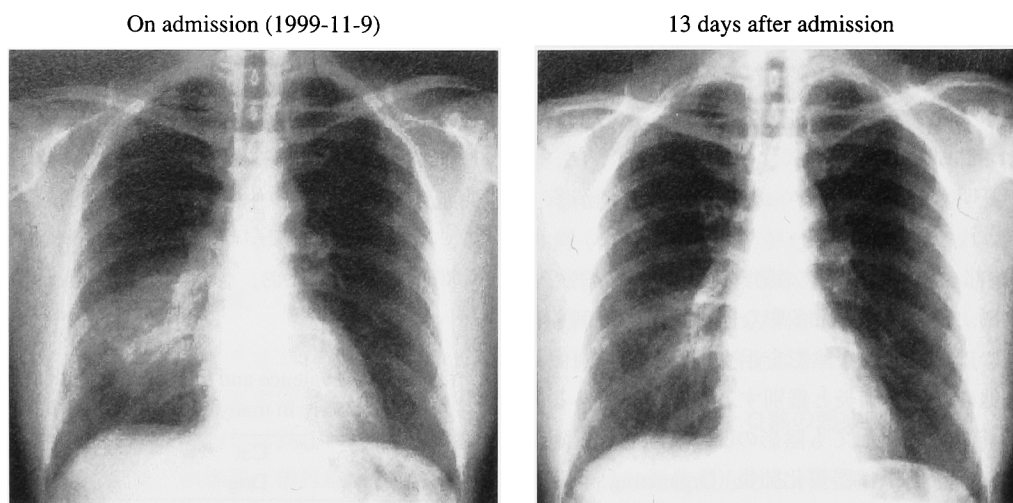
shows the chest X-ray of 32-year-old female patient definitely diagnosed with Q fever by the significant increase in serum antibody titer. She tripped through the Abukuma range for bird watching three times (3, 2, and 1 week(s) ago) before Q fever occurrence. The X-ray shows groundglass opacities indicating pneumonia in the right lower lung field. In this case, IgG antibody titer to *C. burnetii* phase II antigen increased from 20-fold at the initial visit to 80-fold two weeks later, by which the diagnosis of Q fever was confirmed. The case was improved by combined administration of ampicillin and clarithromycin.
